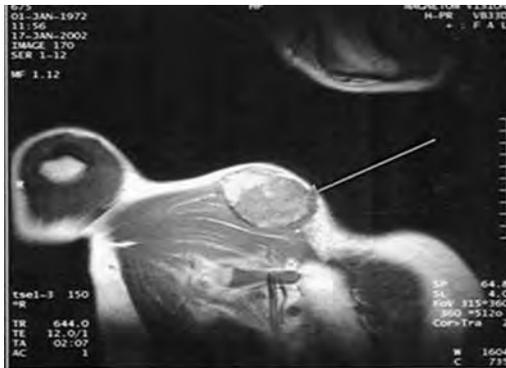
RM. Sarcoma de tejidos blandos, infiltración del musculo pectoral.
